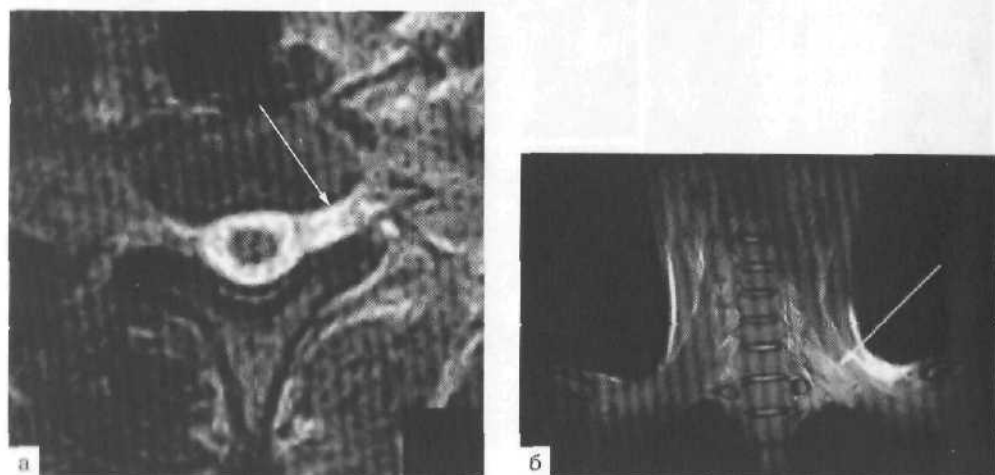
МРТ. Травматическое повреждение плечевого сплетения.
